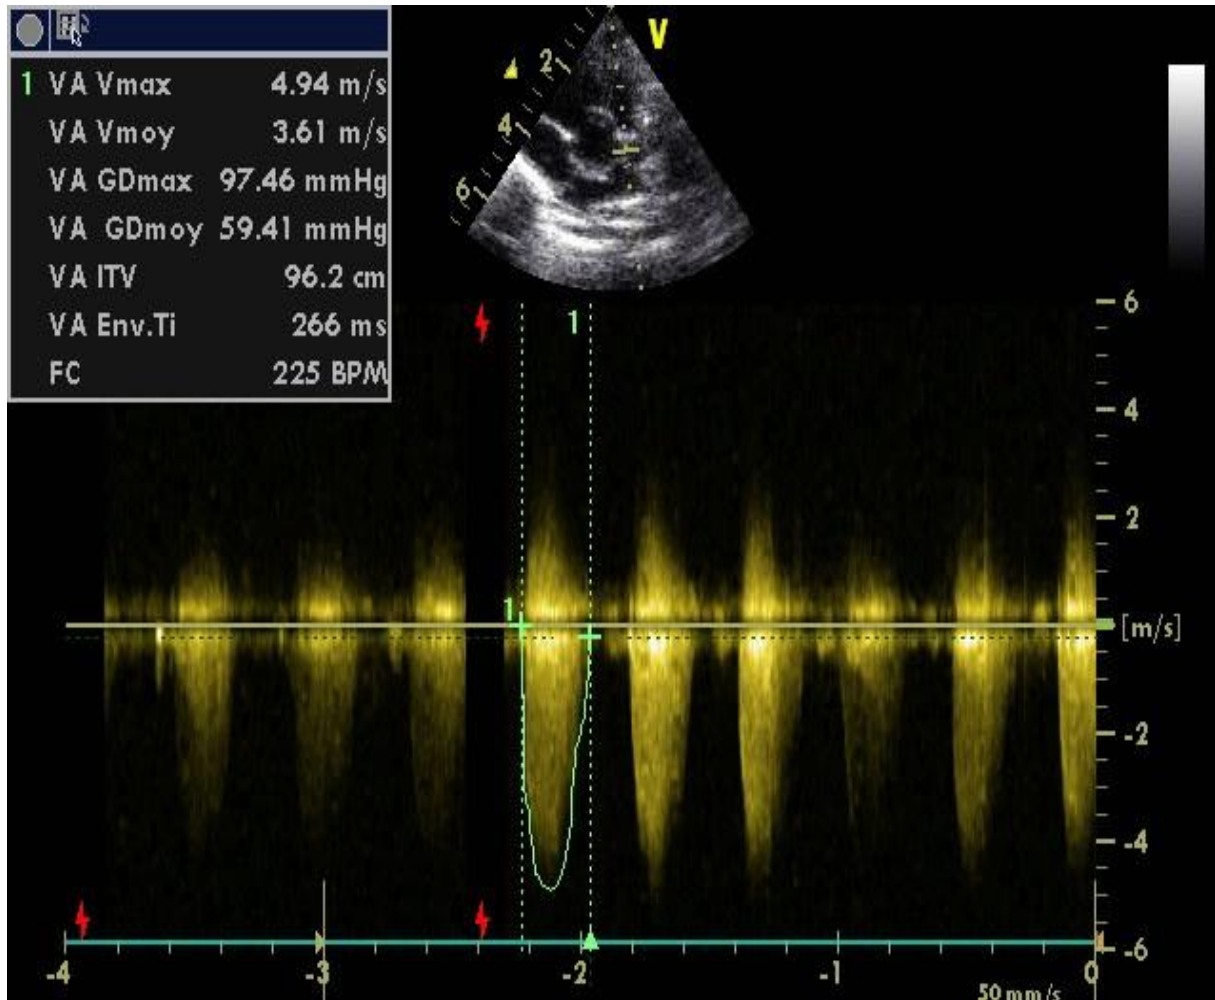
écho doppler montrant une sténose pulmonaire avec un gradient transvalvulaire max Gmax=97 mm hg
